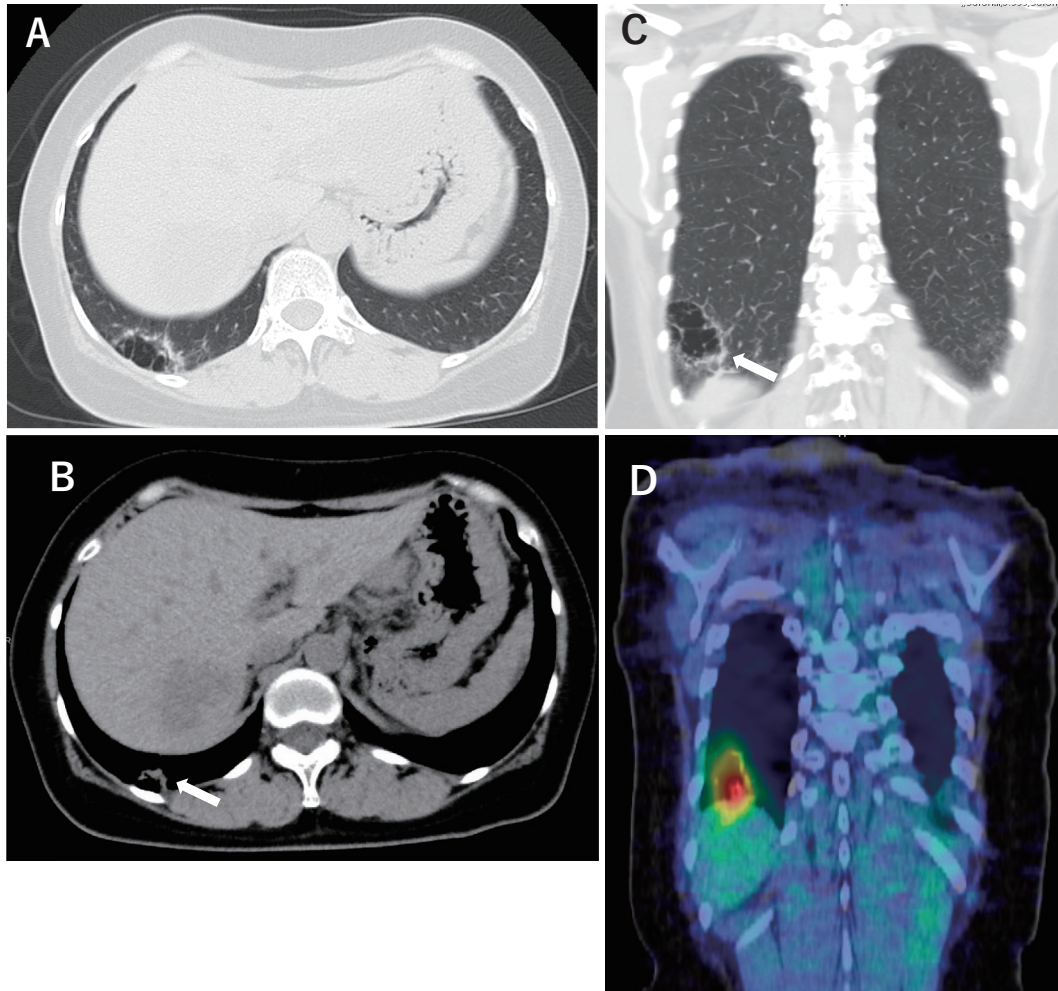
A, B: CT shows a pulmonary cyst with an irregular wall thickness in the right lower lobe (white arrow). C: Multiplanar reconstruction of CT (coronal section) clearly demonstrates the irregular thickness of the cystic wall (white arrow). D: PET shows a high uptake of FDG in the cystic wall of the pulmonary cyst (SUVmax = 4.22)
